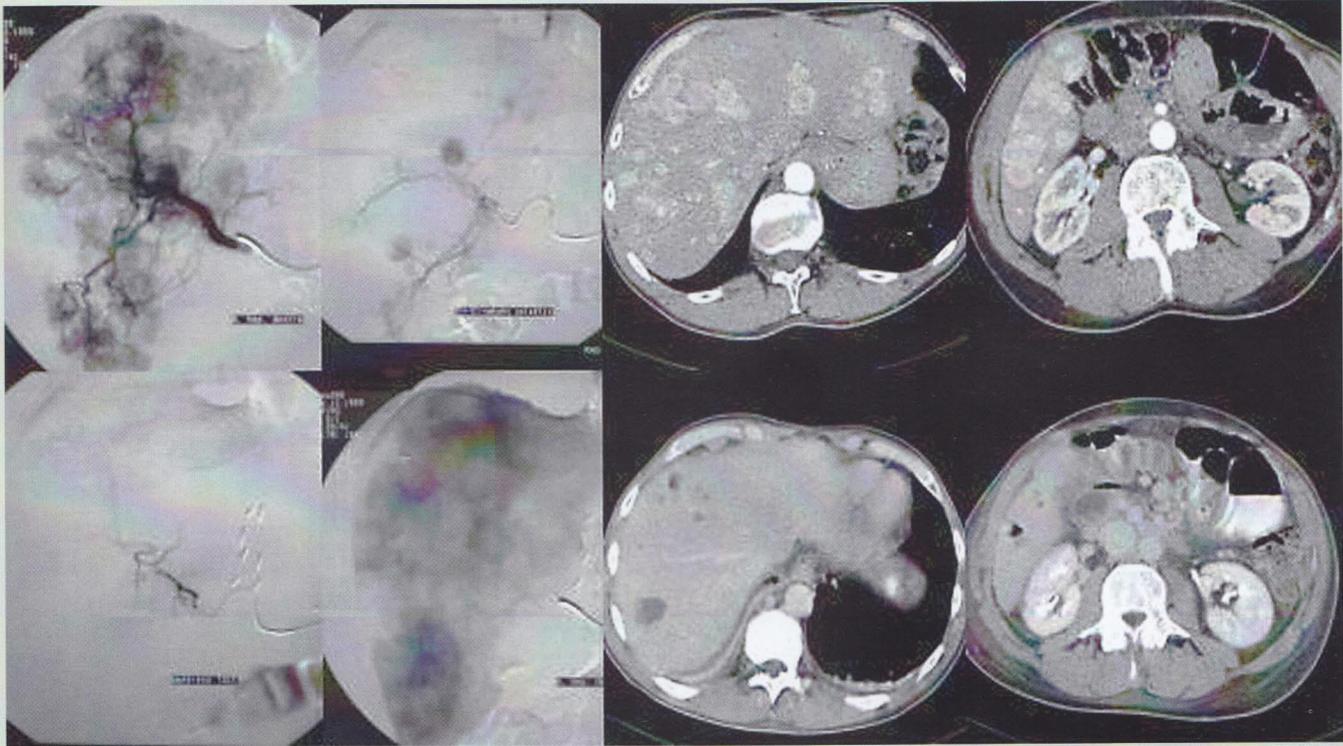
TACE multipler hypervaskulärer MTS (vielfacher MTS (vielfache Metastasen) mit übermäßiger Gefäßbildung) – vollständige Embolisierung links und Rückbildung/Nekrose (Zellveränderung) der Befunde im CT rechts
